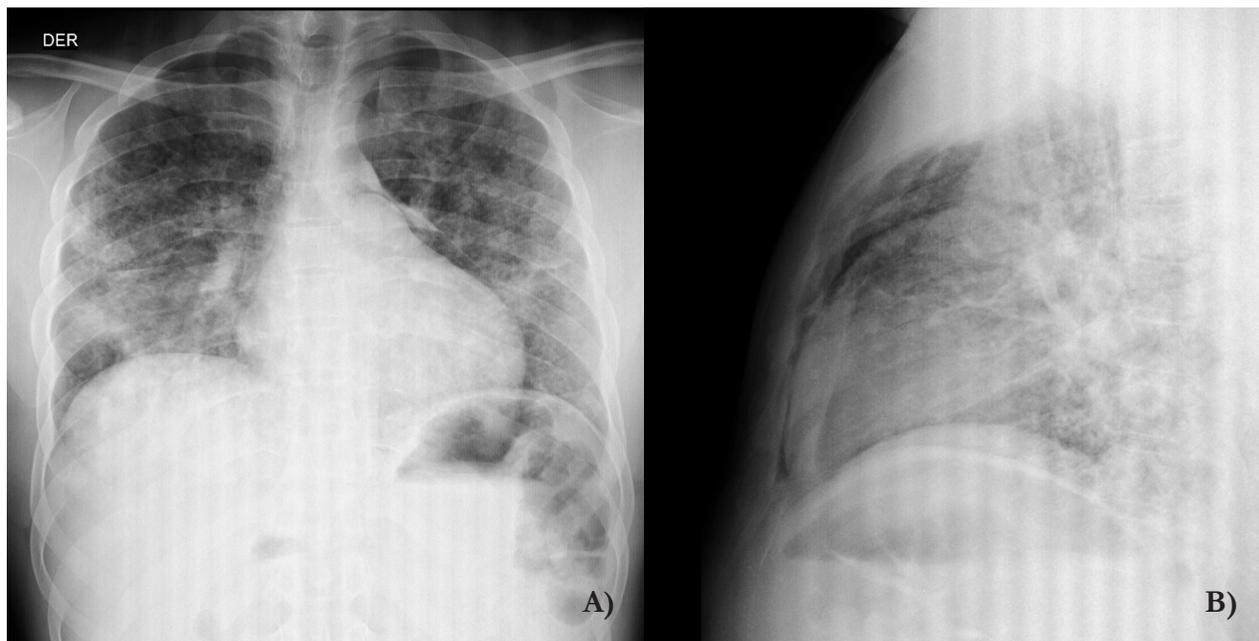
A. Radiografía de tórax con presencia de opacidades intersticiales bilaterales de predominio en base pulmonar derecha. B. Proyección lateral de radiografía de tórax con presencia de opacidades en lóbulos inferiores.
